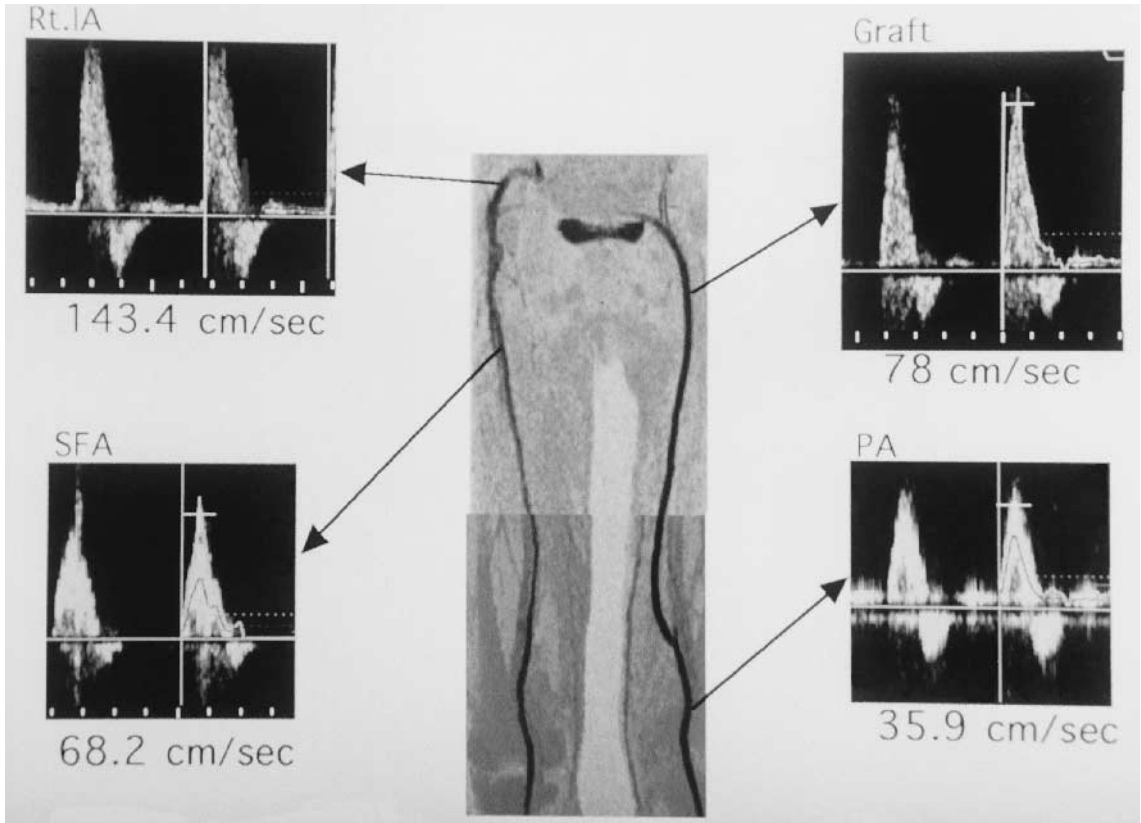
Results of Doppler ultrasound sonography after femoro-popliteal crossover bypass
